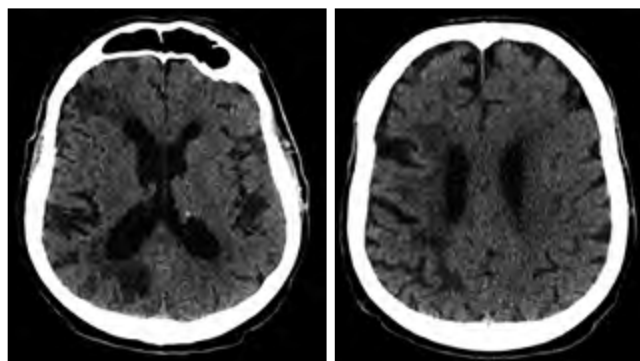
Компьютерная томограмма головного мозга.
